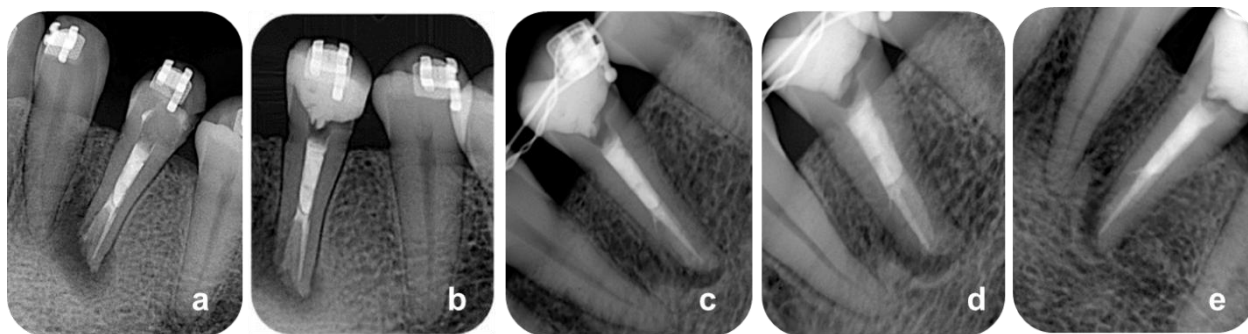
a. Radiografía final del tratamiento realizado. b. Control a los 2 meses, donde se evidencia cambios en la radiolucidez de la lesión. c, d y e. Control a los 25 meses, se observa reducción significativa de la lesión.
